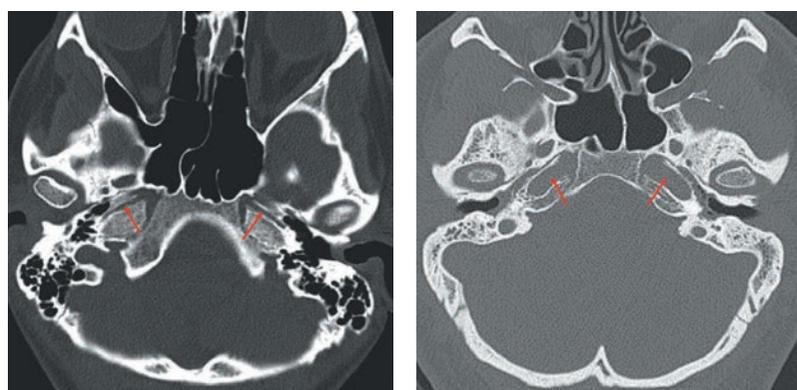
При КТ головы оба каротидных канала (указаны стрелками) у пациентки редуцированы (слева) по сравнению с нормой (справа).
